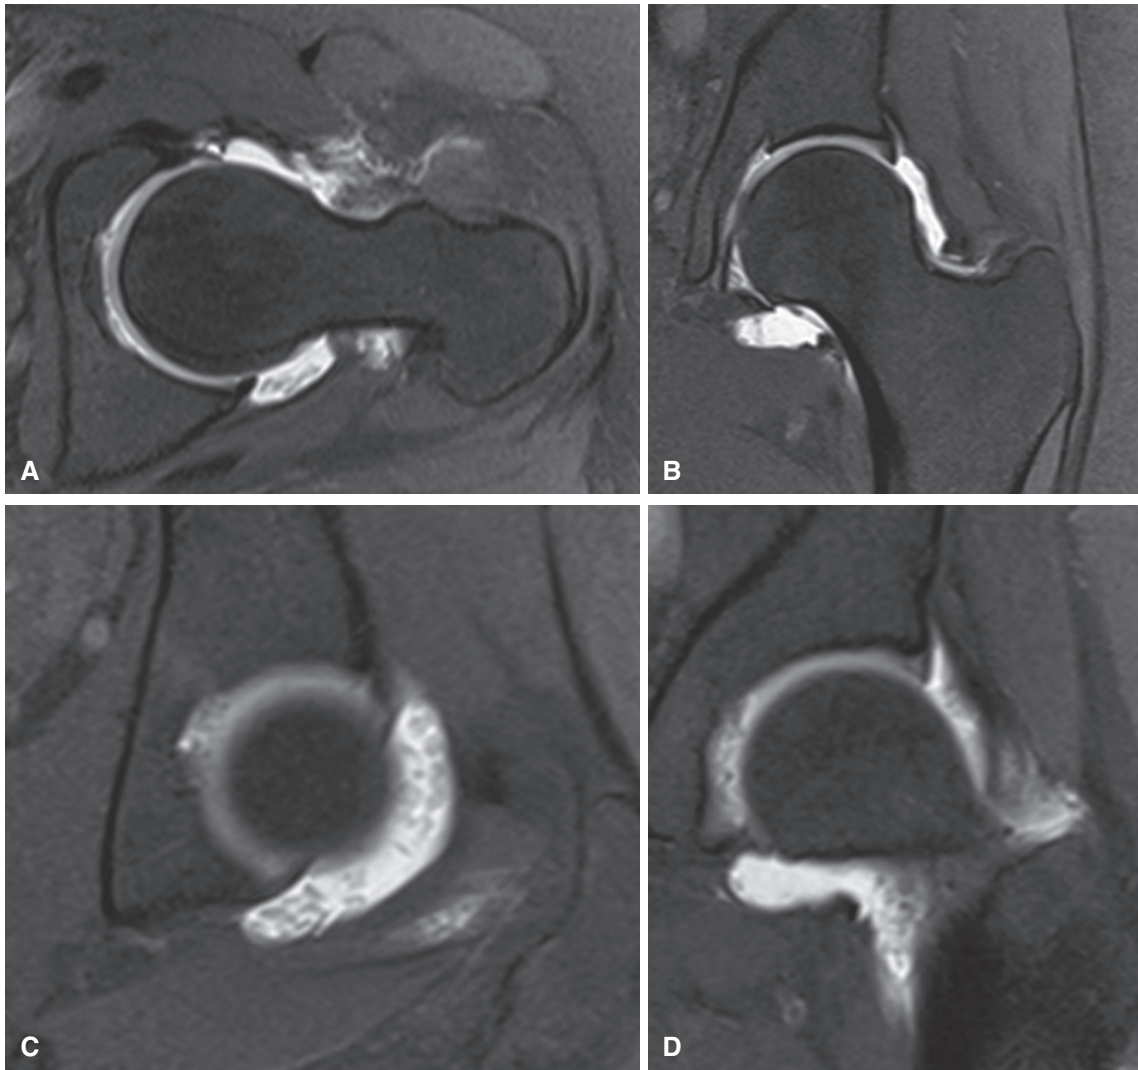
Resonancia magnética de cadera izquierda. Se observan cuerpos libres intraarticulares y abundante líquido articular que contrasta con la cadera sana (imágenes características de condromatosis sinovial).
